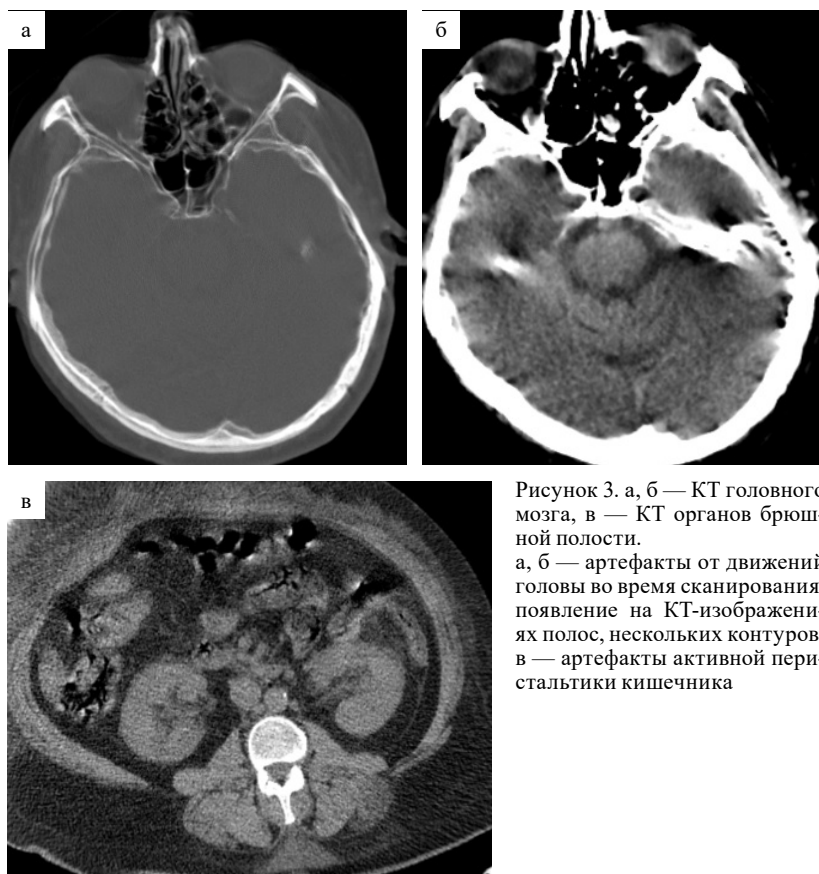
а, б — КТ головного мозга, в — КТ органов брюшной полости.
